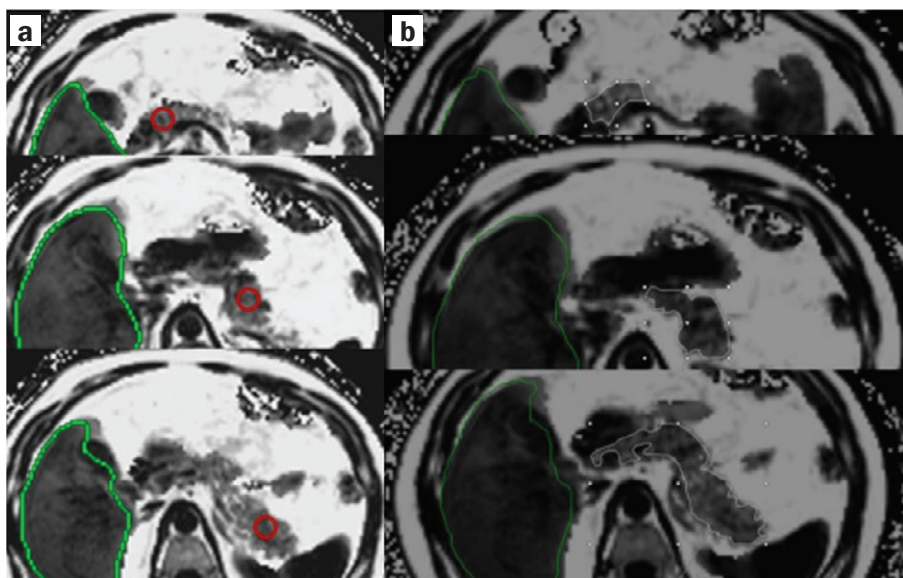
Кількісна оцінка за допомогою МРТ-ПЩЖФ. Можна кількісно оцінити панкреатичний жир за допомогою трьох досліджуваних ділянок (ROI), розміщених у голівці, тілі та хвості ПЗ, для отримання середнього значення (а), а також дослідити всю ПЗ за допомогою ROI вручну (б)
